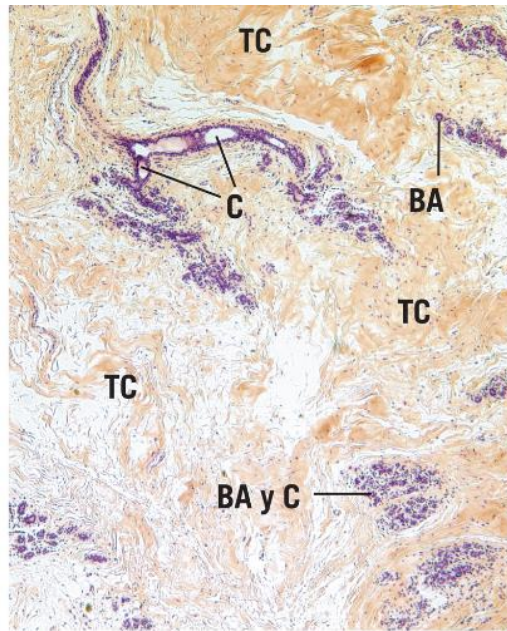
Micrografía a muy bajo aumento de una glándula mamaria en reposo (inactiva) que muestra los pequeños brotes alveolares (BA) y los conductos (C) rodeados de un tejido conjuntivo (TC) colagenoso denso ($\times 56$).
